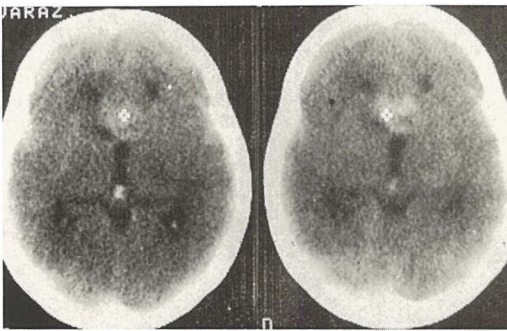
Kompjuterizirana tomografija prikazuje arteriovenoznu malformaciju u području mezencefalona, a angiografski radilo se o tumoru
